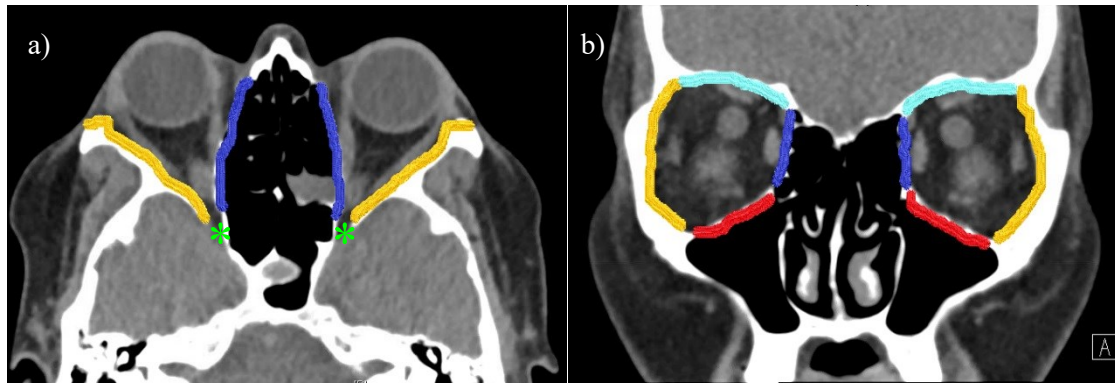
Computertomografie der Nasennebenhöhlen, a) axiale Schichten mit Darstellung des knöchernen Trichters, b) koronare Schichten; *Legende:* Lamina papyracea (Lamina orbitalis, Os ethmoidale, blau), Orbitaboden (Maxilla, rot), Os zygomaticum (gelb), Schädelbasis/Orbitadach (Os frontale, türkis), knöcherner Trichter (*, grün)
